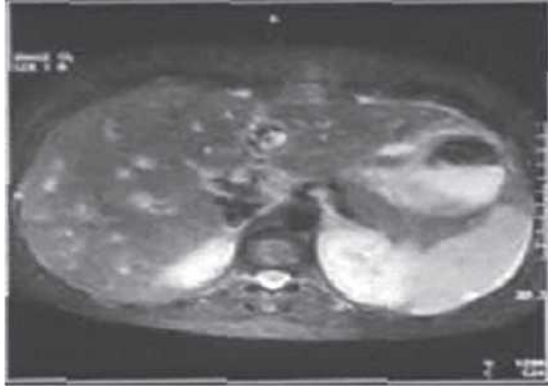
Image TC. Absces hepatic.
